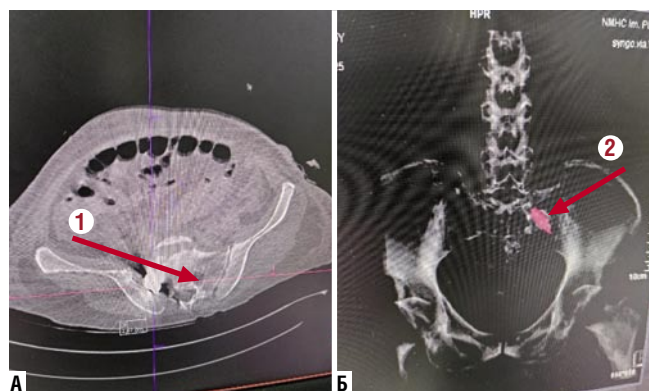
МСКТ брюшной полости и таза. Огнестрельный перелом крестца (1) с наличием крупного (>4 см) осколка мины (2).
